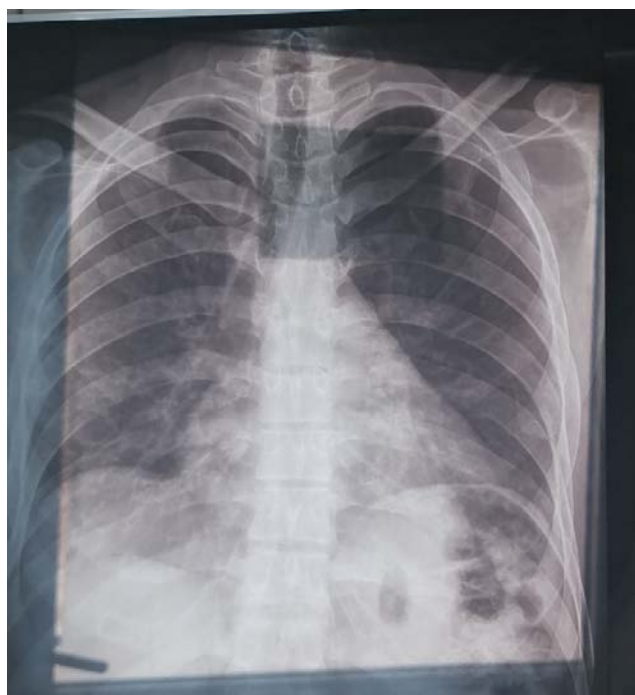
Patient de 31 ans victime d'une plaie par balle au niveau de l'épaule droite : Radiographie de l'épaule + Radiographie de thorax.
